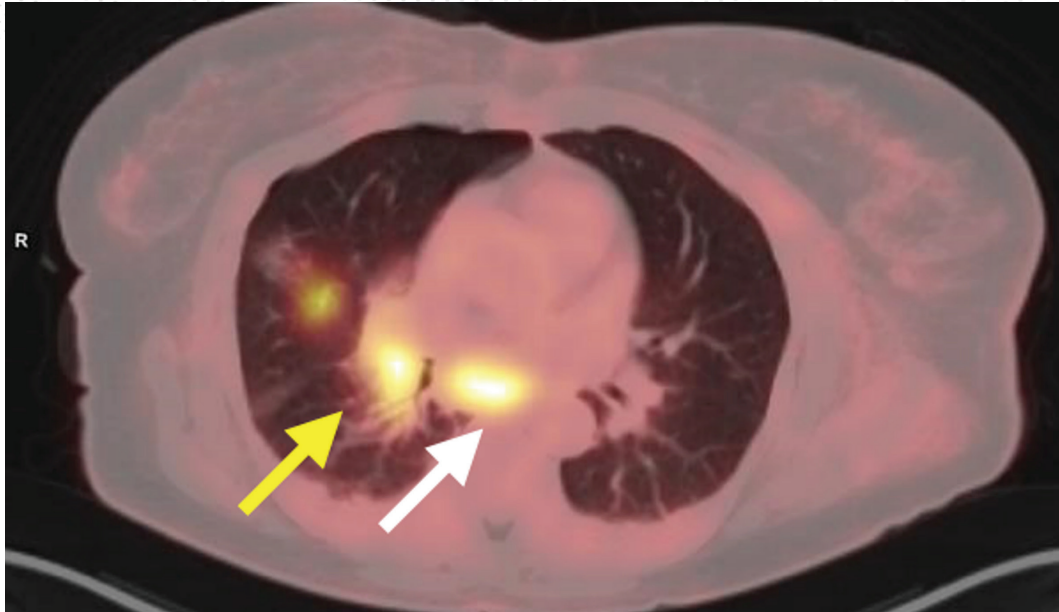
N2: linfonodos mediastinais ipsilaterais ou subcarinais. Imagem de fusão do PET-CT FDG demonstra lesão pulmonar à direita com adenopatias peribrônquica ipsilateral (seta amarela) e subcarinal (seta branca).
